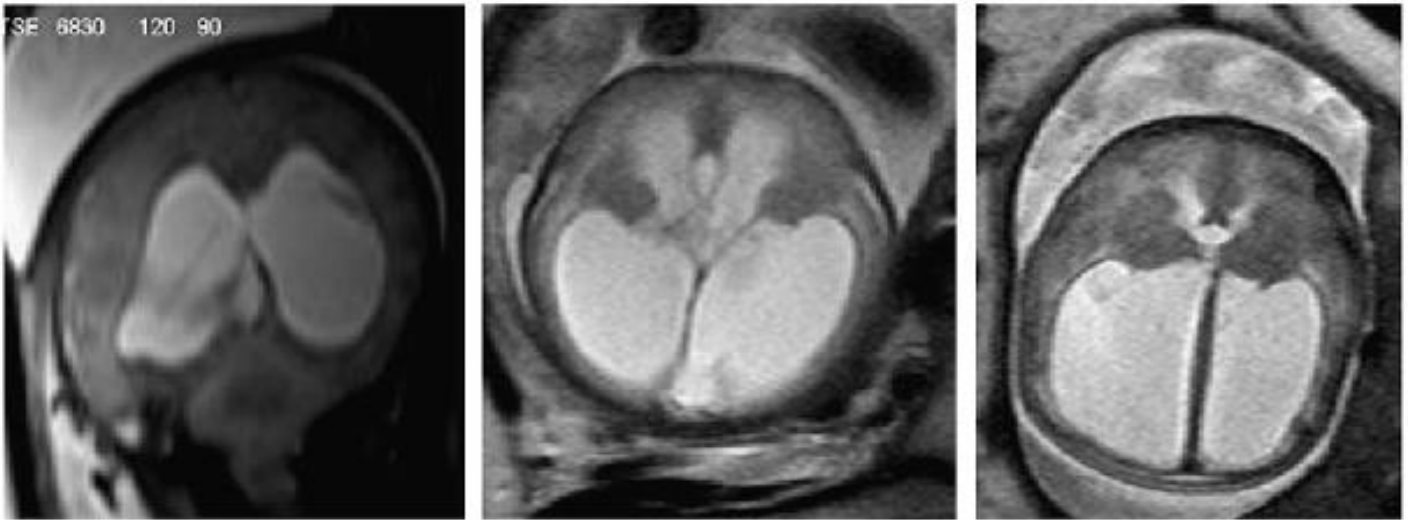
IRM T2, coupe axiale montrant une ventriculomégalie sévère chez un fœtus au troisième trimestre.
